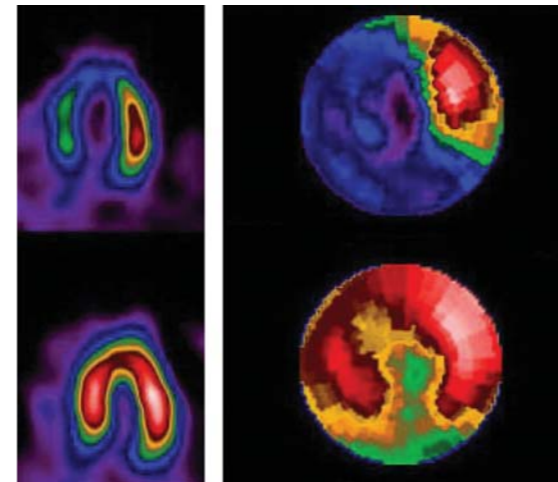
Imaging scintigrafico della perfusione e della vitalità.
